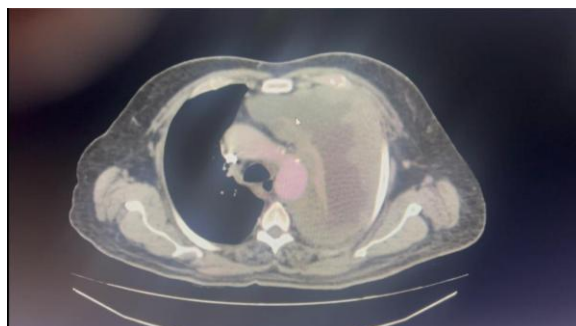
TC de tórax. Corte axial.
